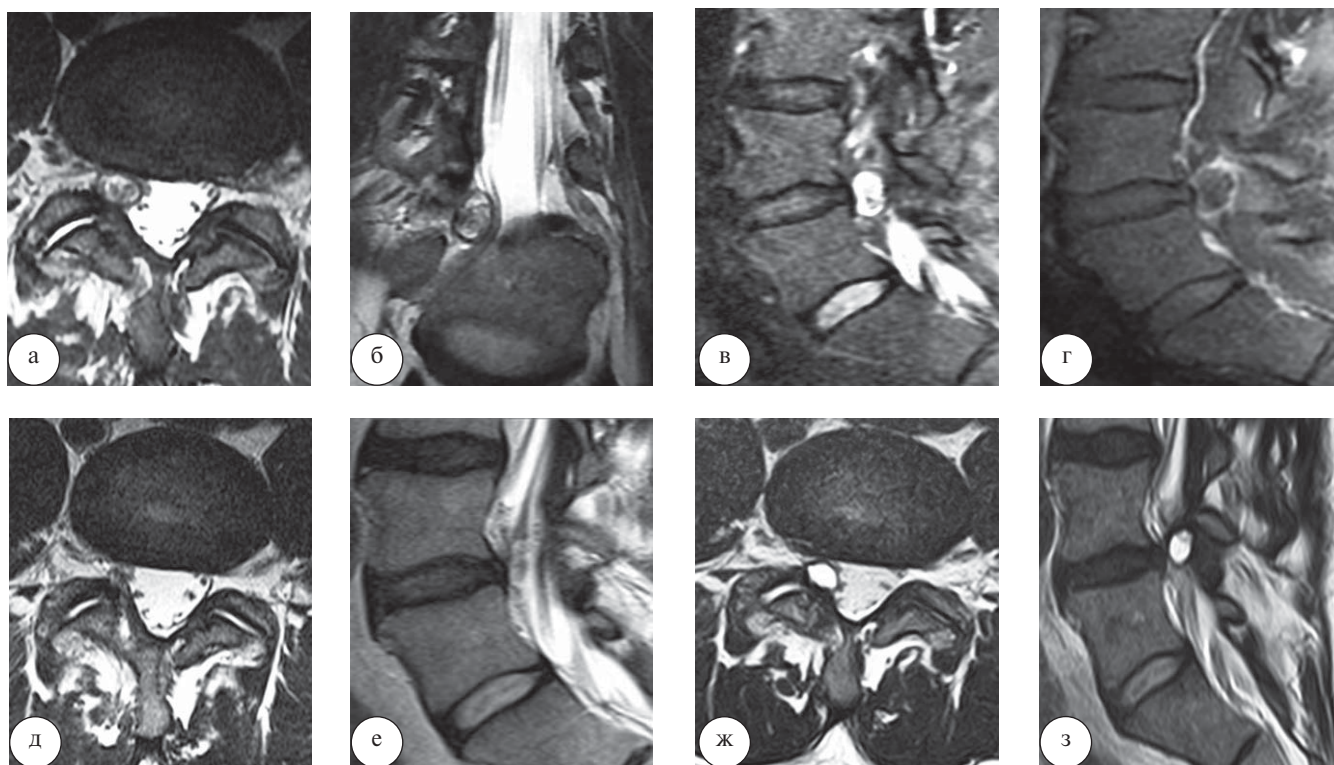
Рецидив параартикулярной кисты LIV–LV после перкутанной эндоскопической операции: а, б, в, г – дооперационные МРТ (а, б – сагиттальная и фронтальная МР-проекции (режимы Т2-ВИ), в, г – сагиттальные проекции (Т2-ВИ с жироподавлением и Т1-ВИ с контрастом); д, е – МРТ через сутки после операции (аксиальная и сагиттальная МР-проекции в режиме Т2-ВИ); ж, з – МРТ через 1 год после операции (аксиальная и сагиттальная МР-проекции в режиме Т2-ВИ)
